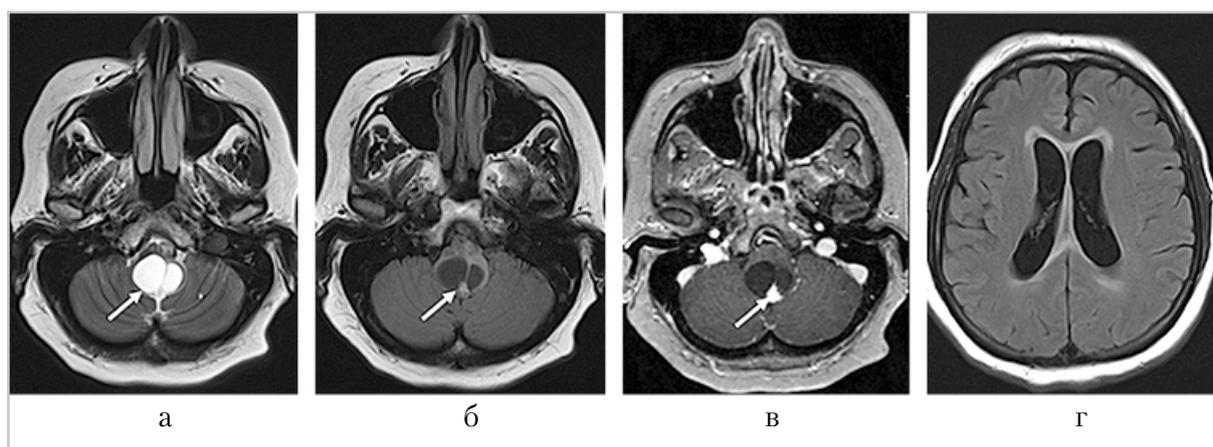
МРТ головного мозга в режимах T2 (а), FLAIR (б, в), T1 +Gd (в), аксиальная проекция
